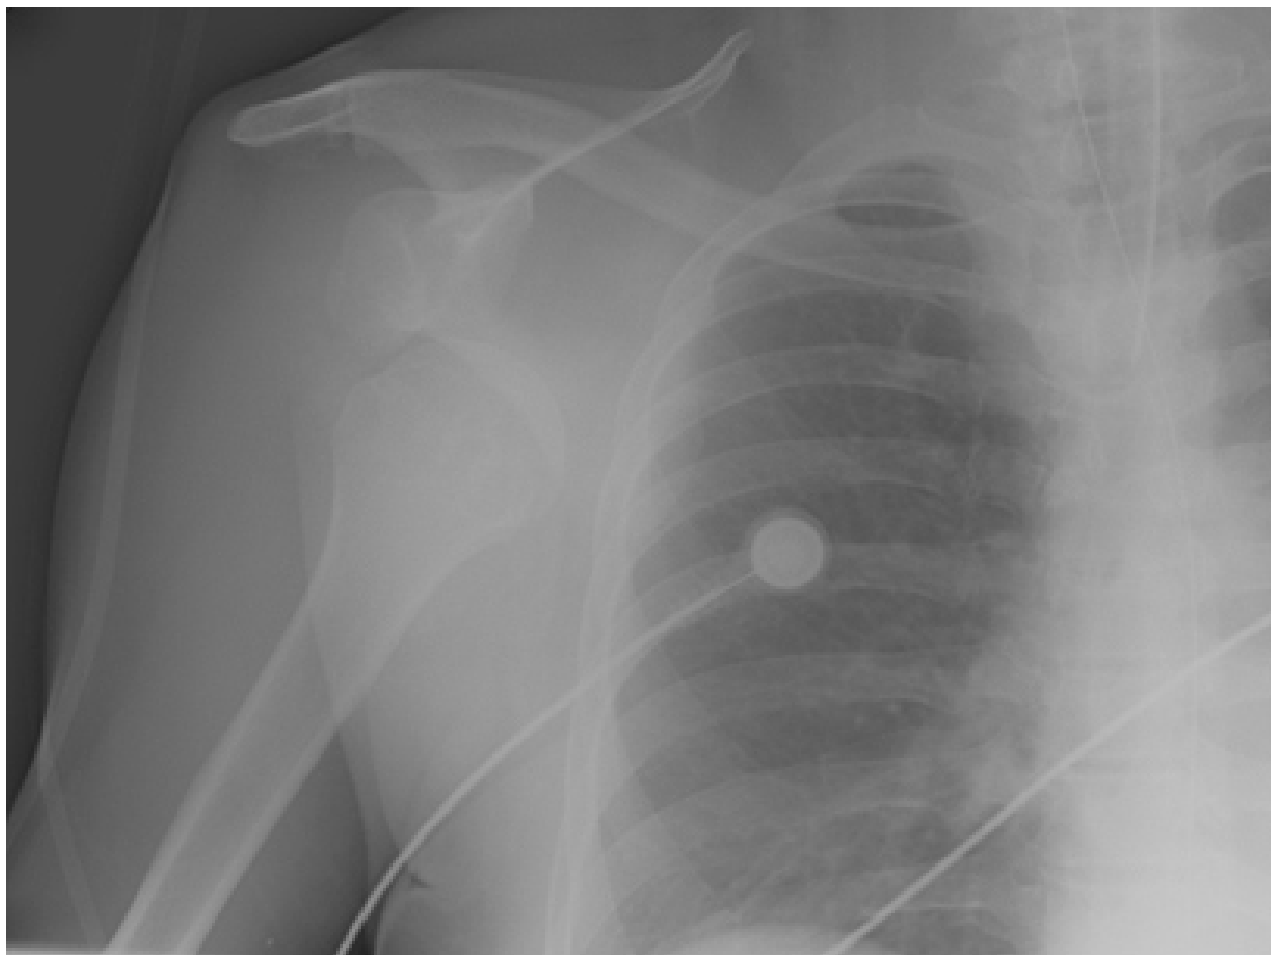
Radiografia com incidência anteroposterior de ombro mostrando luxação anteroinferior
